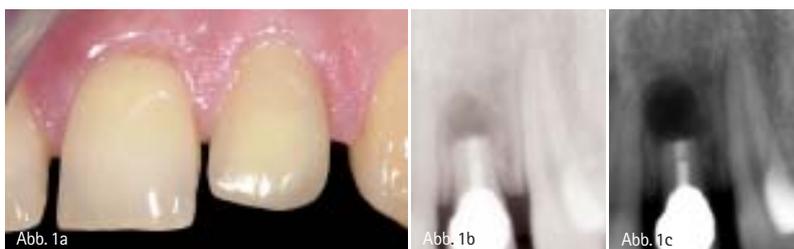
Ausgangssituation Regio 22 vor Behandlung. – Abb. 1b: Röntgenbefund der Erstuntersuchung Nov. 1999. – Abb. 1c: Röntgenbefund aus Okt. 2002 mit fortgeschrittener apikaler Läsion.
